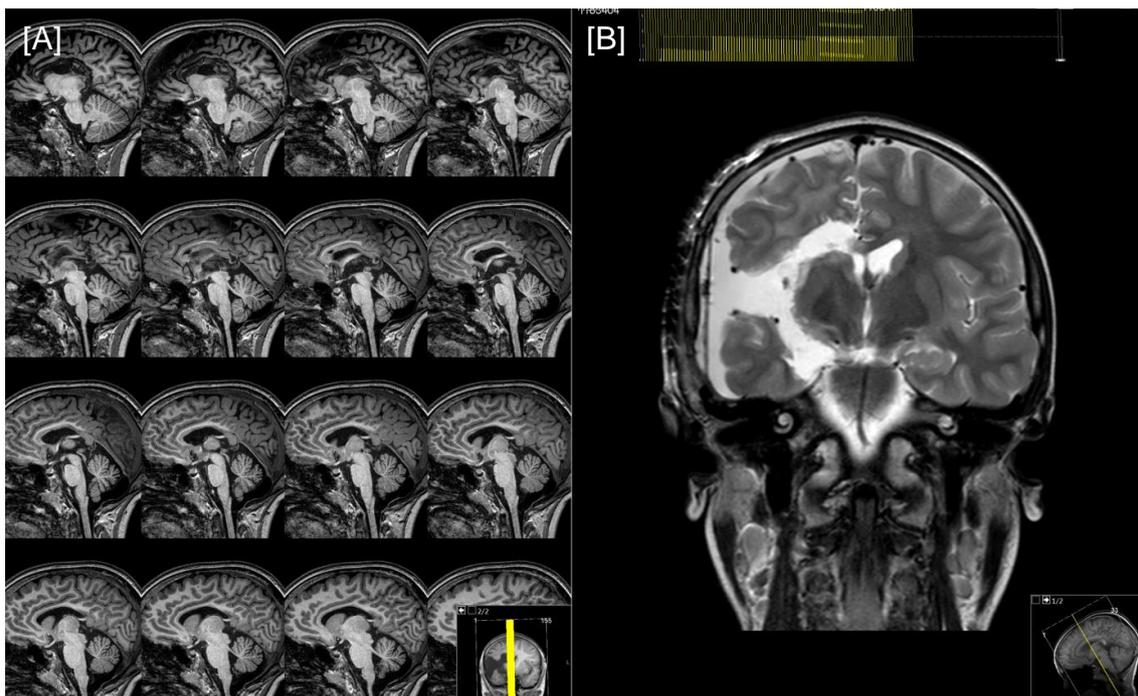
03/10/2013 | RM-CE, ponderação T2, cortes sagitais [A] e coronal [B]. Controle pós-operatório de hemisferotomia direita, realizada a 02/10/2013.
